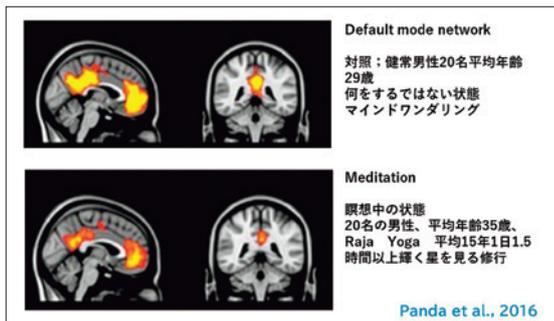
健常者の安静時のDMNにおける機能性MRI活性は瞑想により減弱する。
